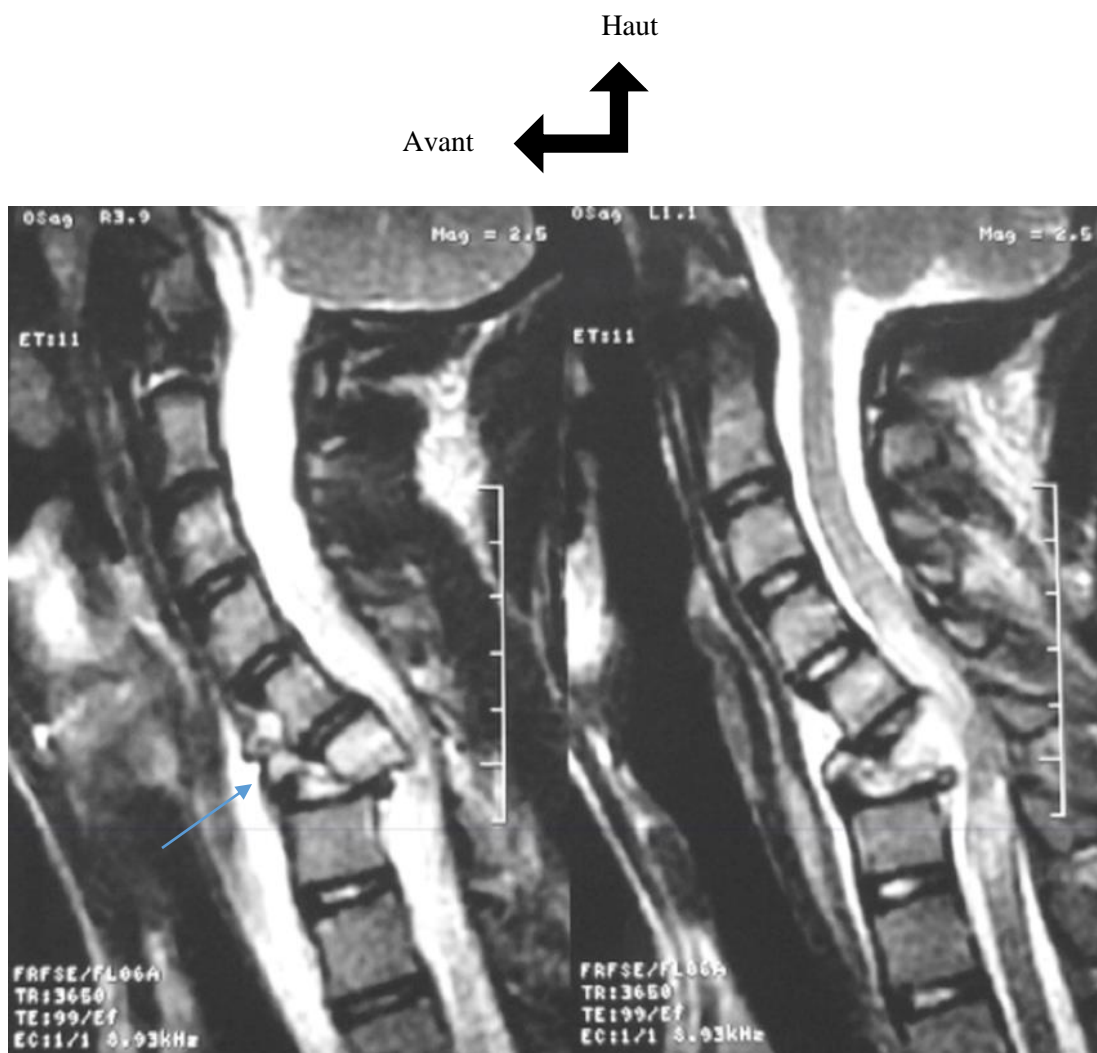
IRM de la moelle épinière cervicale montrant une fracture au niveau des vertèbres C6-C7 avec luxation C6-C7 (flèche bleue) (48)
